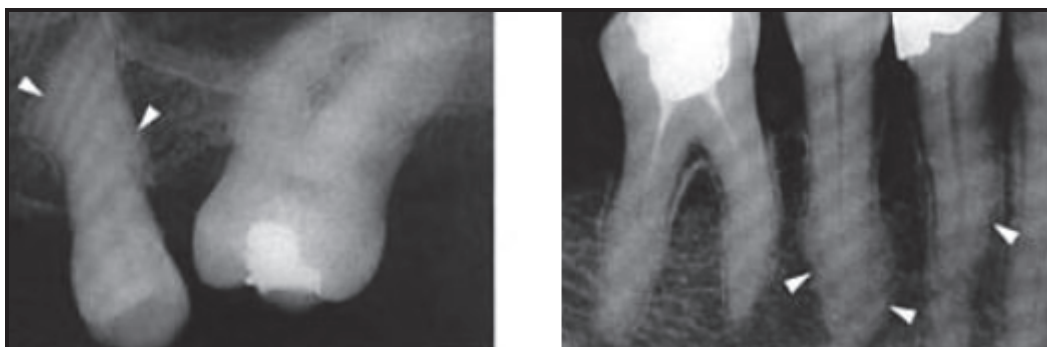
radiographies rétroalvéolaires d'épaississements cémentaires sur 25, 44 et 45 figurés par des flèches blanches (Piette et Goldberg, 2001)
